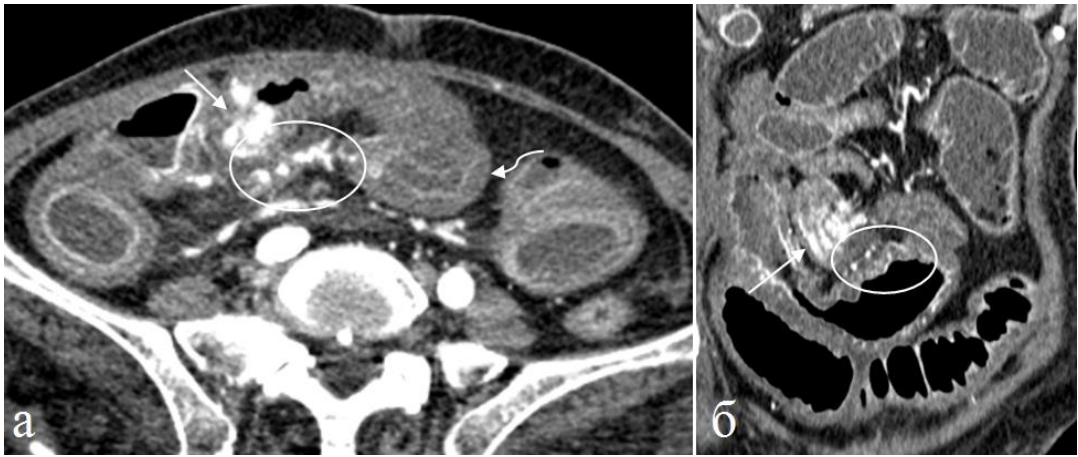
Больная 65 лет. НЭО терминального отдела подвздошной кишки. Кишечная непроходимость. а) Аксиальная томограмма, б) Фронтальная томограмма. Артериальная фаза КУ. Циркулярная опухоль (прямая стрелка) с повышено выраженным КУ.
